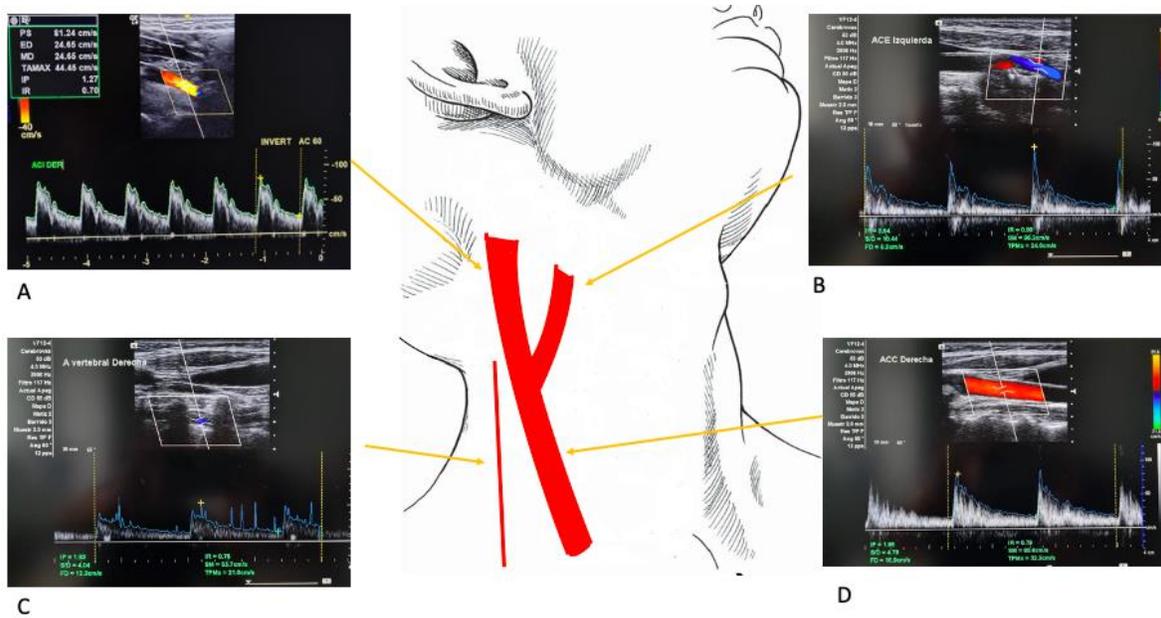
Ultrasonido doppler carotideo. Sin evidencia de placas, con velocidades conservadas.
